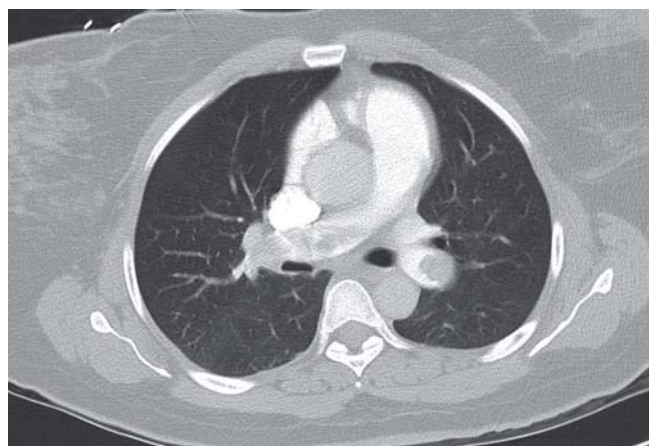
Tromboembolismo pulmonar masivo bilateral (tomografía computarizada de tórax). Imagen cedida por la Dra. Aída Gutiérrez.
